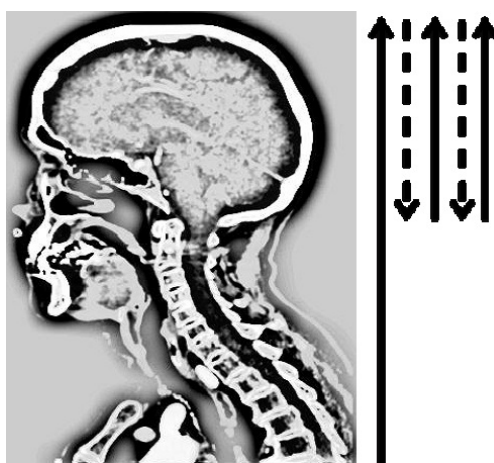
Angio TC Multifasica. Ogni fase è rappresentata da una feccia nera. La prima fase è rappresentata dalla freccia più lunga dall'arco aortico al vertice. Le altre due fasi si estendono dal basicranio al vertice. Le frecce tratteggiate rappresentano il movimento del lettino per il riposizionamento.
